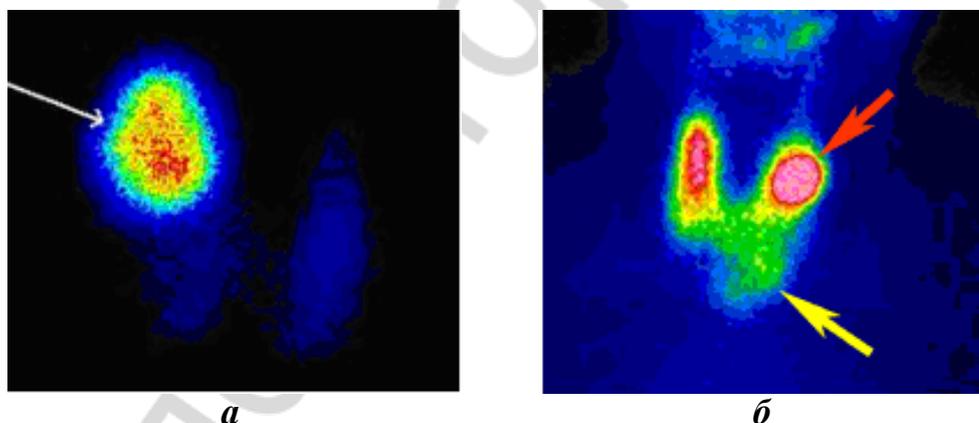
Сцинтиграфия ЩЖ:
